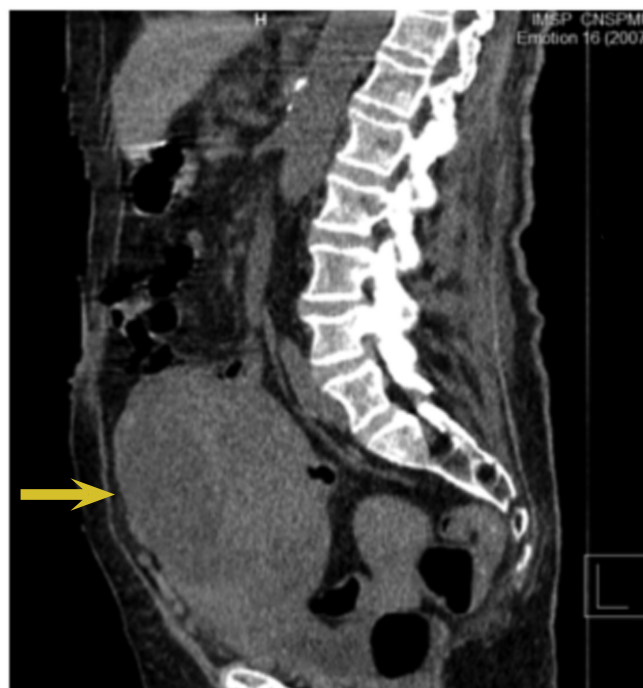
Formațiune de volum intra-abdominală și a bazinului mic, decelată la TC (indică săgeata).
